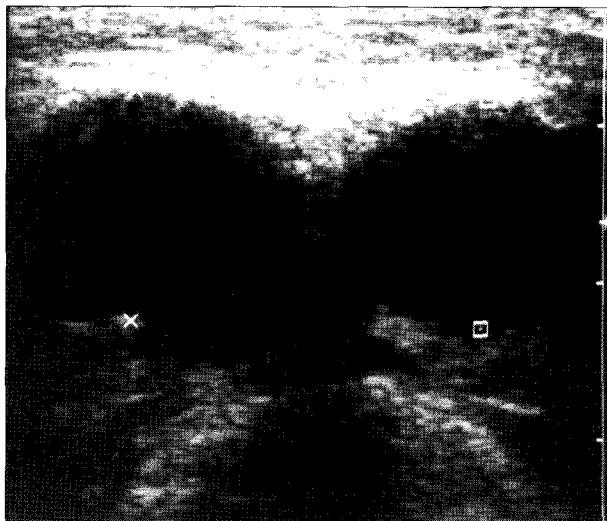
Ultrasonography at the submental portion showing lobulated cystic mass($3.8 \times 1.5 \times 2\text{cm}$).
